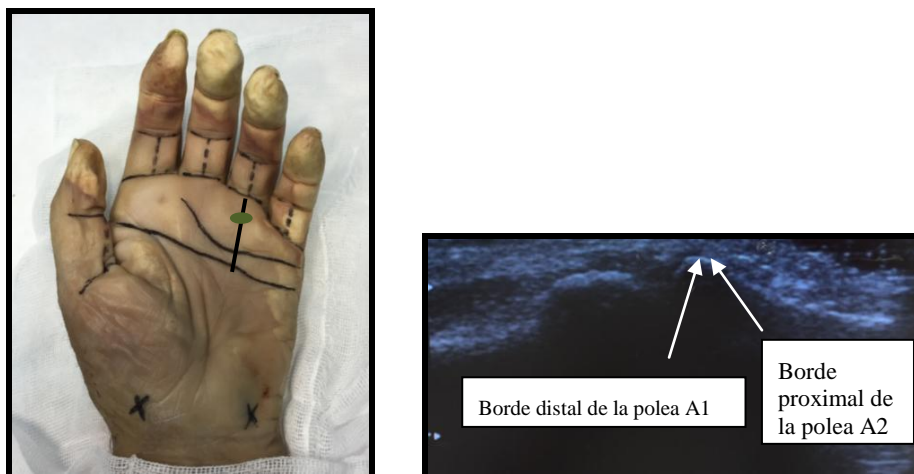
Imágenes que muestran el punto de entrada según referencias cutáneas y ecográficas para la técnica percutánea en el tercer dedo con ultrasonidos.
